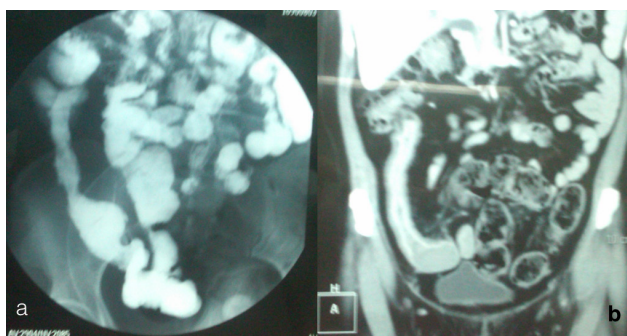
a- Transito de intestino delgado que muestra estenosis de íleon; b- Enterotomografía que muestra la misma estenosis de intestino delgado.
